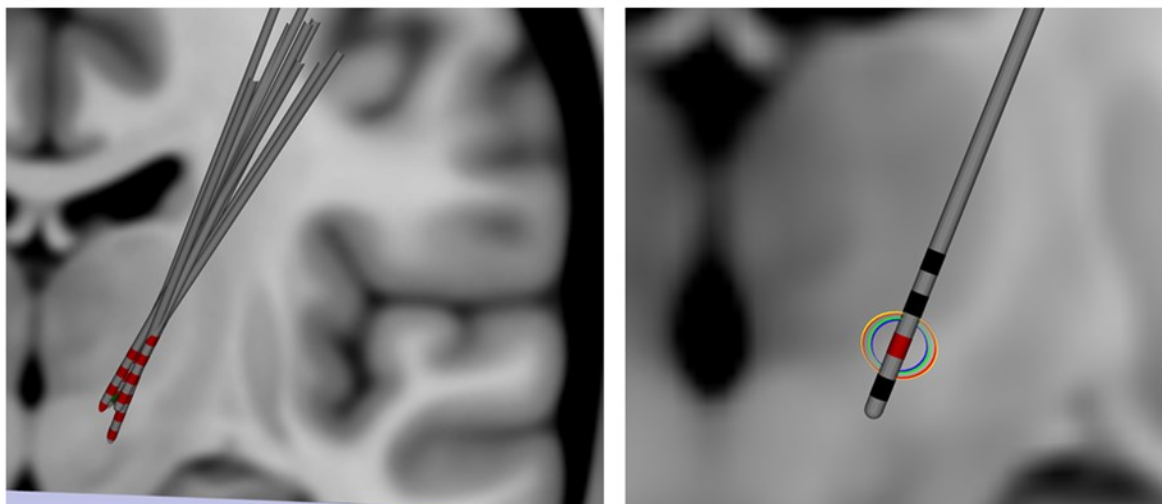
A) und B): Elektrodenlokalisierung und Volumen der neuronalen Aktivierung. Links: Elektrodenlokalisierung in der getesteten Hemisphäre jedes Patienten nach Fusion des präoperativen MRT mit CT-Bild. Projektion in MNI. Bei Patient 5 wurde die rechte Hemisphäre getestet. Daher wurde die Elektrodenposition auf die linke Hemisphäre gespiegelt (grün). Bei allen anderen Patienten wurde die linke Hemisphäre gemessen (rot). Rechts: Mittleres Volumen der neuronalen Aktivierung für THS-40 μ s und THS-60 μ s. THS an der Effektivitäts- und Nebenwirkungsschwelle nach der Projektion auf den zweituntersten Elektrodenkontakt. Blauer Kreis: 40 μ s an der Effektivitätsgrenze; Grüner Kreis: 60 μ s an der Effektivitätsgrenze; Gelber Kreis: 60 μ s an der Nebenwirkungsschwelle; Roter Kreis: 40 μ s an der Nebenwirkungsschwelle (44).
